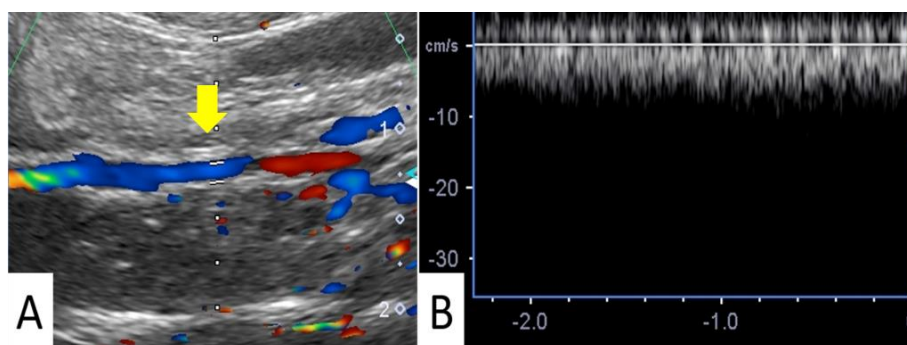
移植後人工血管の超音波検査による評価
